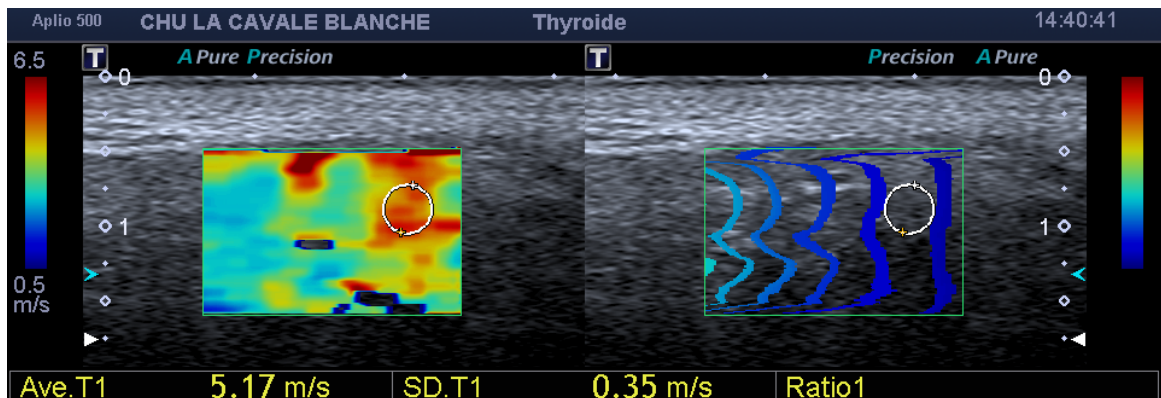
Extraction des différentes images pour une acquisition (plusieurs captures d'écran) : échographie, élastographie et carte de propagation avec ou sans annotation.
